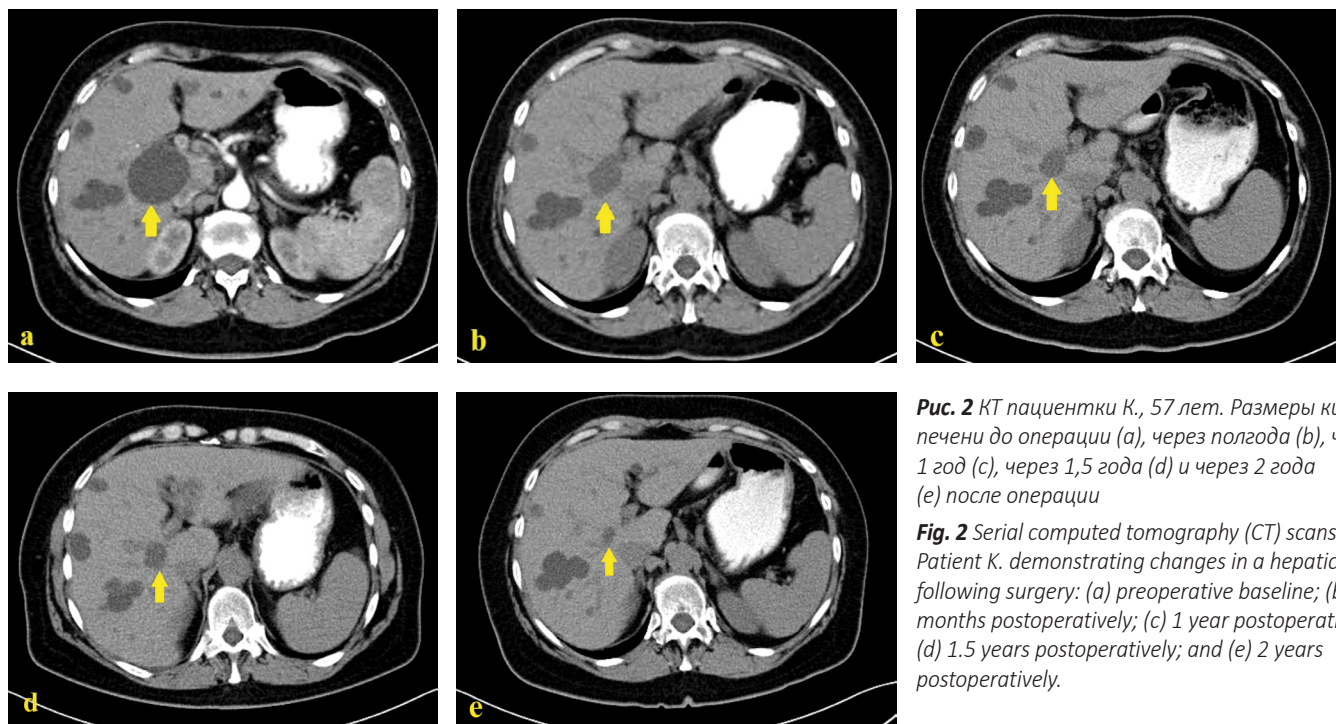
КТ пациентки К., 57 лет. Размеры кисты печени до операции (а), через полгода (б), через 1 год (с), через 1,5 года (д) и через 2 года (е) после операции
